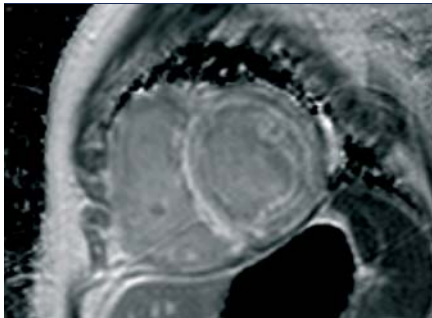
MRT: „Late Enhancement“ (Aufnahmen 15 min. nach Kontrastgabe) bei Amyloidose: Myokard und Blut mit annähernd gleicher Helligkeit dargestellt: verminderter Myokard/Blut-Kontrast u.a. durch diffuse Einlagerung des Kontrastmittels im Myokard.
